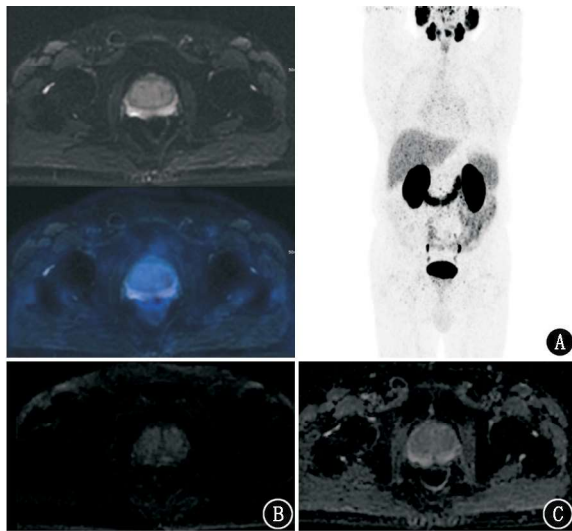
前列腺良性增生者(63 岁;PSA 12.31 µg/L) ⁶⁸Ga-PSMA-11 PET/MR 显像图。A. T₂WI、融合图像及全身 MIP 图;B. DWI 图;C. ADC 图。结果示前列腺移行带与中央带体积增大,外周带与前纤维肌质区受压变薄,信号欠均匀,PSMA 表达未见异常
